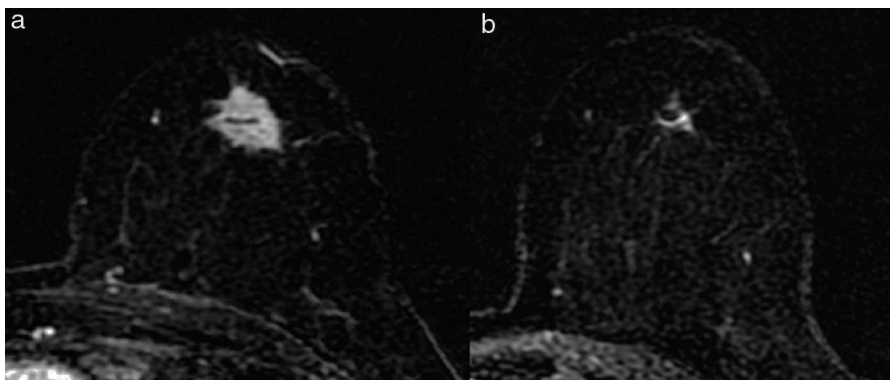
Respuesta radiológica parcial mayor. a. RM pre-TPS. b. RM pos-TPS.
